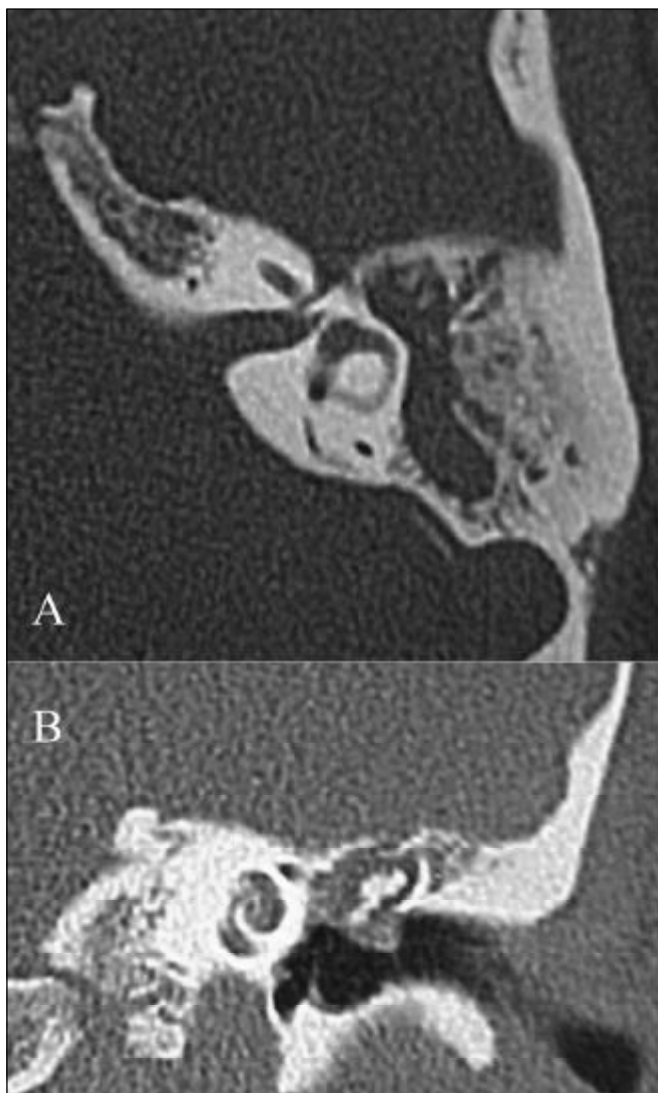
A: Tomografia Computadorizada de ossos temporais, corte axial, evidenciando esclerose de mastóide e o preenchimento do antro, adito e atico (próximo ao primeiro joelho do nervo facial) por material com conteúdo de partes moles. Notar o alargamento da cavidade juntamente com a regularização de suas paredes, sugerindo atividade osteolítica (lesão colesteatomatosa);
